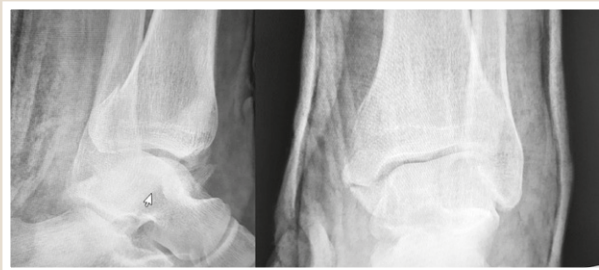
Фотовідбитки з рентгенограми хворого Ж. перед операцією.
